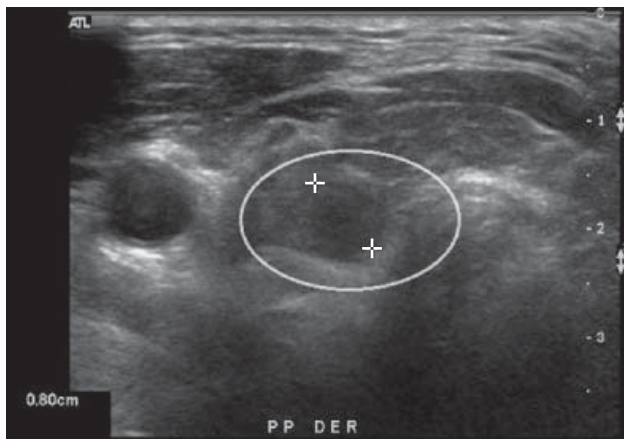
Ecosonografía tiroidea. Nódulo sólido hipocogénico, redondeado de 8.0 x 8.4mm en el extremo distal del lóbulo tiroideo derecho correspondiente a glándula paratiroides hiperplásica.
